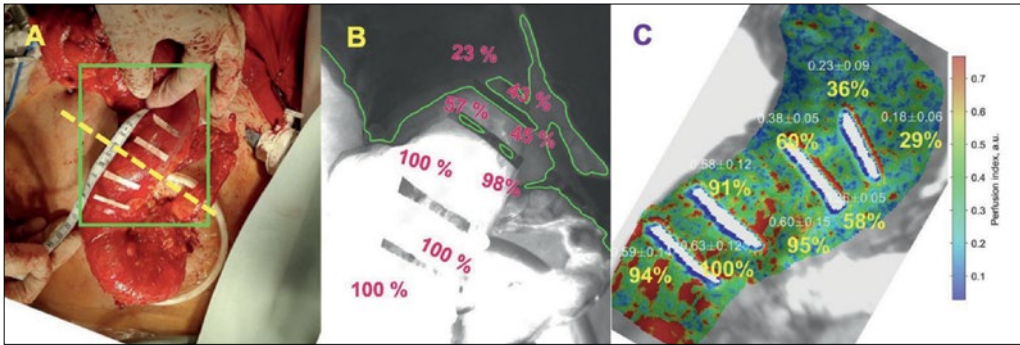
Двойной количественный контроль перфузии тканей кишки во время экстракорпорального этапа лапароскопической резекции сигмовидной кишки (А): ICG-флуоресценция (В) и iPPG-фотоплетизмография (С). Желтый пунктир на рисунке А – предполагаемая линия пересечения
